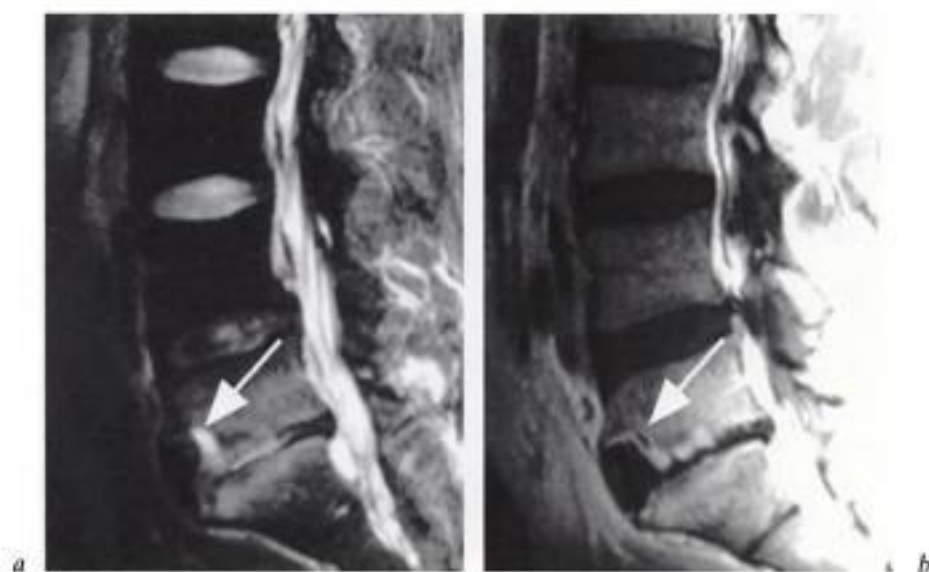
Spondylodiscite postopératoire (*Staphylococcus epidermidis*). IRM, coupes sagittales en a) T2 et b) T1 après injection IV de gadolinium : pincement de l'espace intervertébral L5-S1, aspect inflammatoire de l'os spongieux, volumineuse érosion osseuse visible au coin antéro-inférieur de L5 contenant une petite collection de signal élevé en T2 (flèche en a), sans rehaussement de signal après injection (flèche en b), et entourée par une coque de signal rehaussé après injection, en continuité avec une zone de rehaussement de signal intradiscale.
